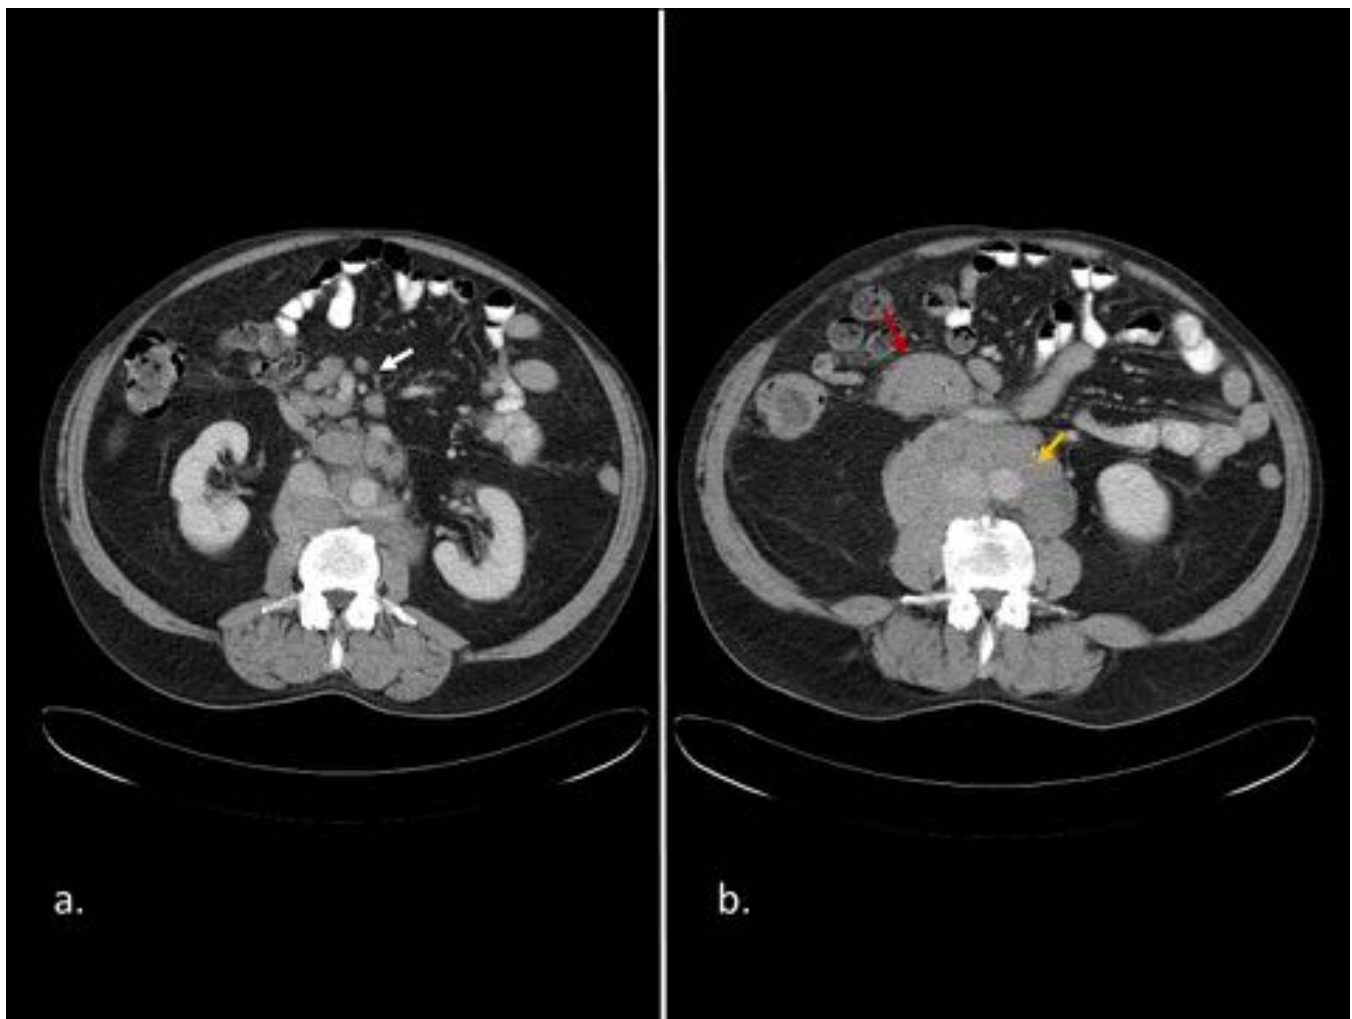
Linfoma no Hodgkin tipo B en varón de 71 años. Imágenes de TC axial con contraste oral e iv. (a) presencia de múltiples adenopatías mesentéricas (flecha blanca) y retroperitoneales, bordeando aorta, vena cava inferior y vena renal izquierda. (b) Plano axial caudal a (a) donde se observa conglomerado de las adenopatías descritas, englobando por completo a aorta y vena cava inferior (flecha amarilla) y a parte de los vasos mesentéricos (flecha roja) (“signo del sándwich”).
